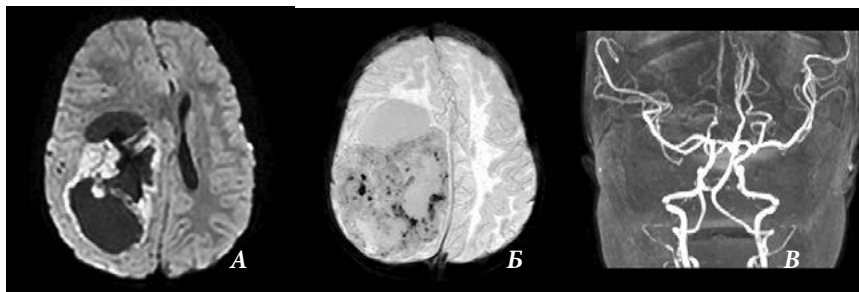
Пациентка 1 года с анапластической эпендимомой правого полушария мозга. МРТ головного мозга задних отделах правого большого полушария мозга, определяется массивное новообразование кистозно-солидного строения (А). Размер — 61 x 79 x 65 мм. В структуре солидного компонента дифференцируются множественные патологические сосудистые сплетения, анастомозирующие с оболочечными венами (В), и ветвями пСМА, а также отложения гемосидерина (Б). Накопление контраста в солидном компоненте интенсивное, неравномерное. МРТ головного мозга: А — DWI, Б — SWI, В — 3DTOF
